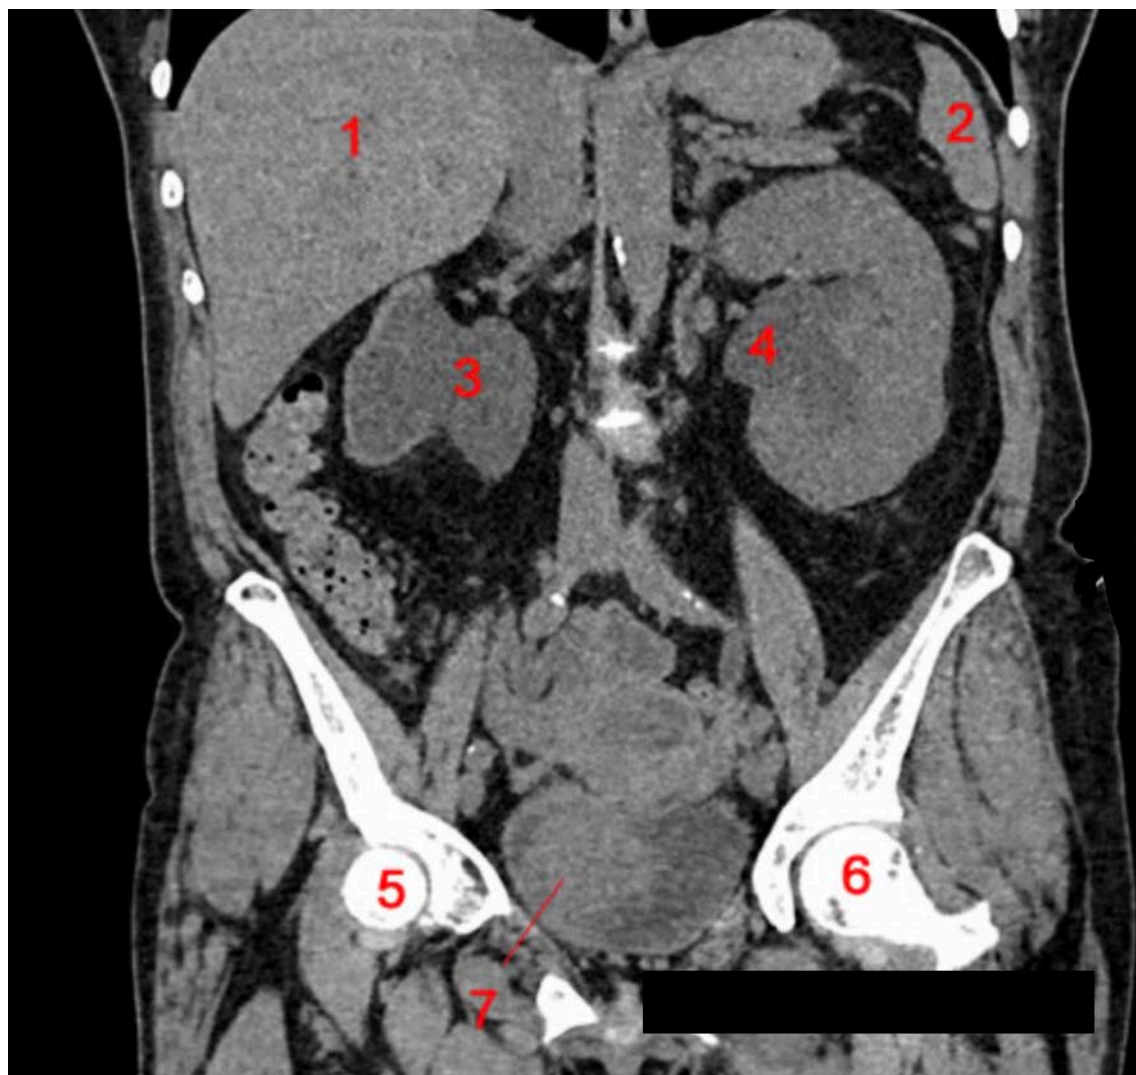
TDM abdominale coupe coronale. 1-Foie, 2-Rate, 3-Rein droit hydronéphrotique, 4-dilatation du système pyélocaliciel du rein gauche, 5- Tête fémorale droite, 6- Tête fémorale gauche, 7-Tumeur (adénocarcinome) envahissant la vessie.
